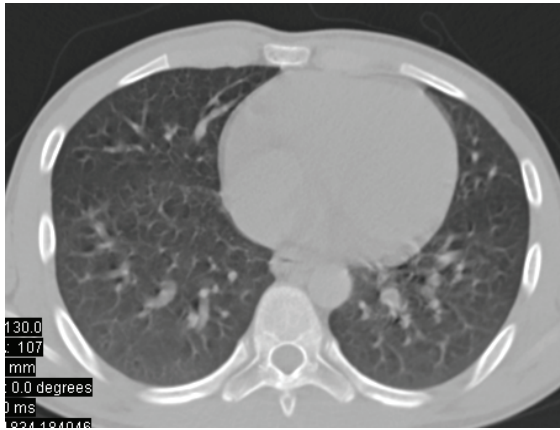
Компьютерная томограмма легких больной А., 37 лет. Пециломикоз легких. Сетчатое и крупнопетлистое усиление легочного рисунка с формированием множественных кист и бронхоэктазов.
